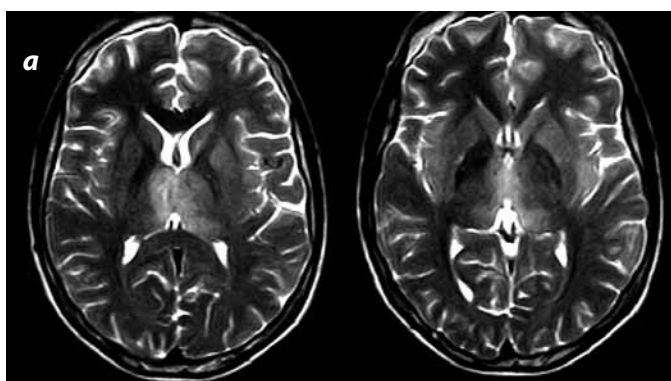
Cortes axiales eco de espín y FLAIR con información T2. Zonas de aumento en la intensidad de señal. Está afectado el aspecto medial de ambos talamos (de predominio izquierdo).
